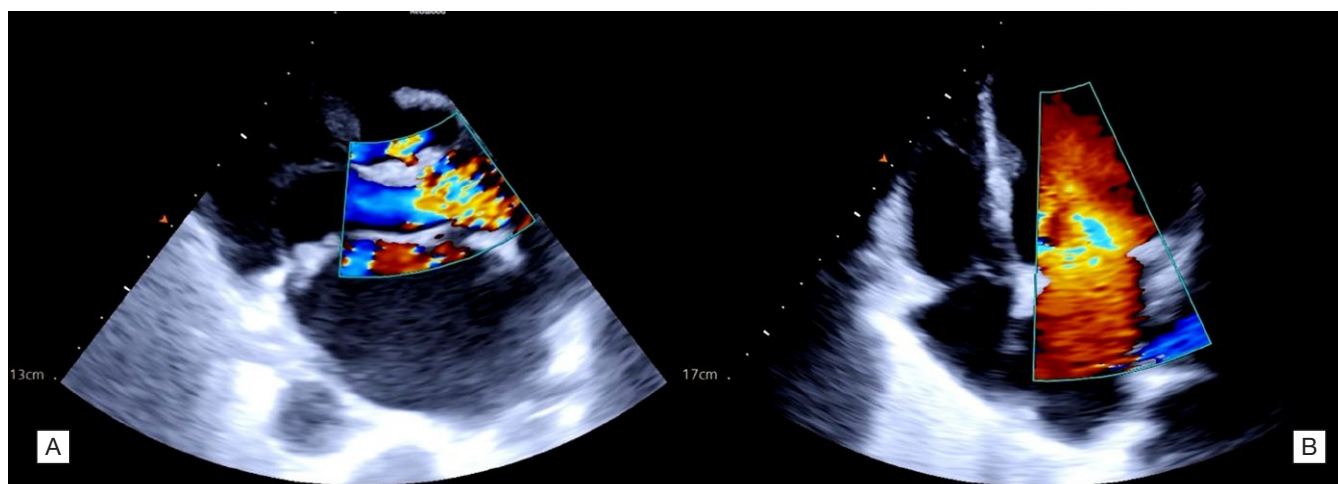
[A] - Ecografia cardíaca com Doppler, em janela paraesternal eixo longo, a evidenciar insuficiência da válvula aórtica. [B] - Ecografia cardíaca com Doppler, em janela apical quatro câmaras, a evidenciar insuficiência da válvula mitral.
